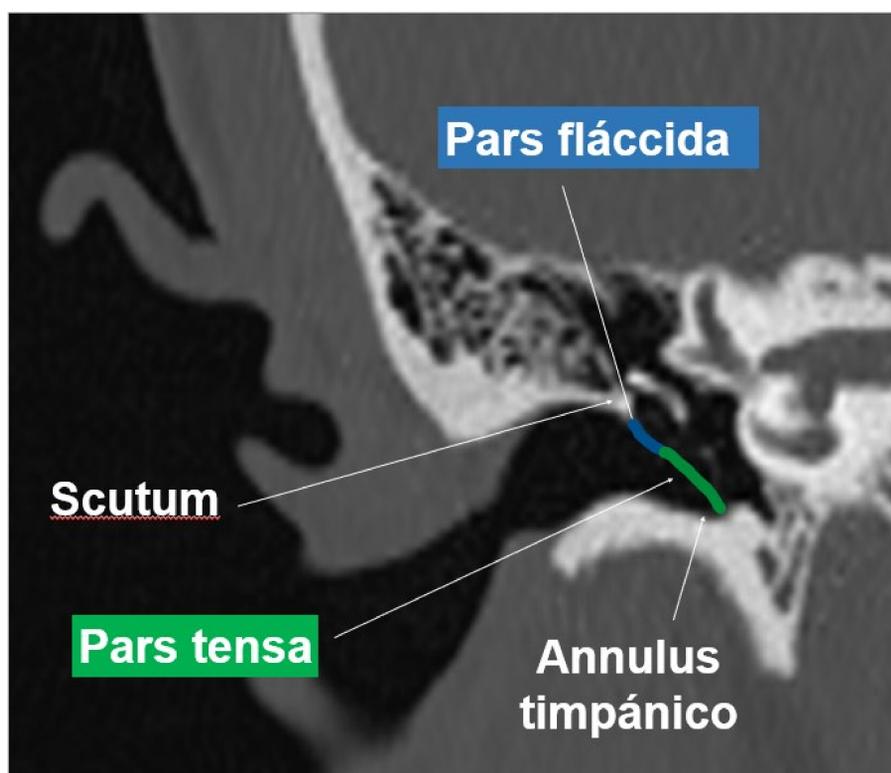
Imagen de TC en plano coronal del oído. Se señalan las partes de la membrana timpánica y su fijación.
